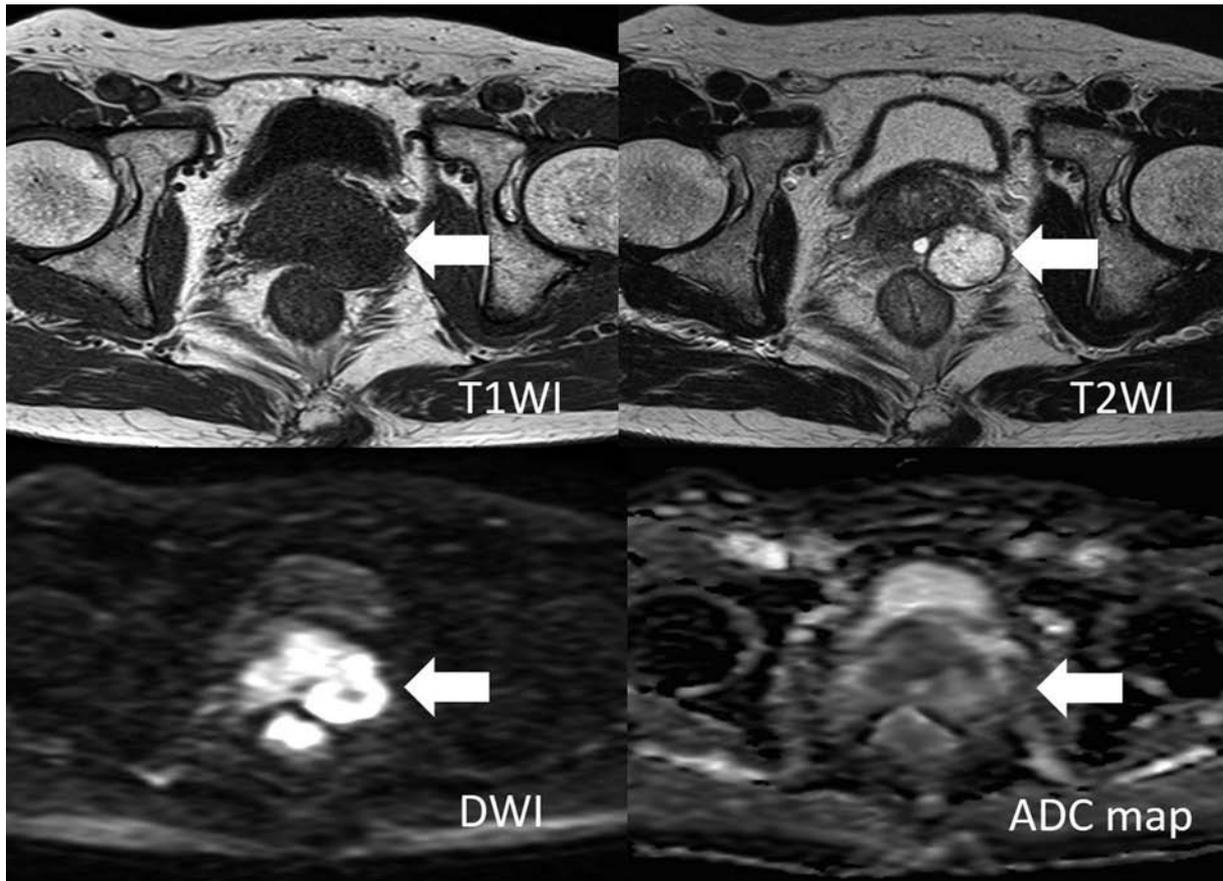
MRI showed fluid-filled abscess in the left lobe of the prostate with a low signal in T1WI, high signal in T2WI, and no diffusion restriction in DWI (September 20th, X-1).
